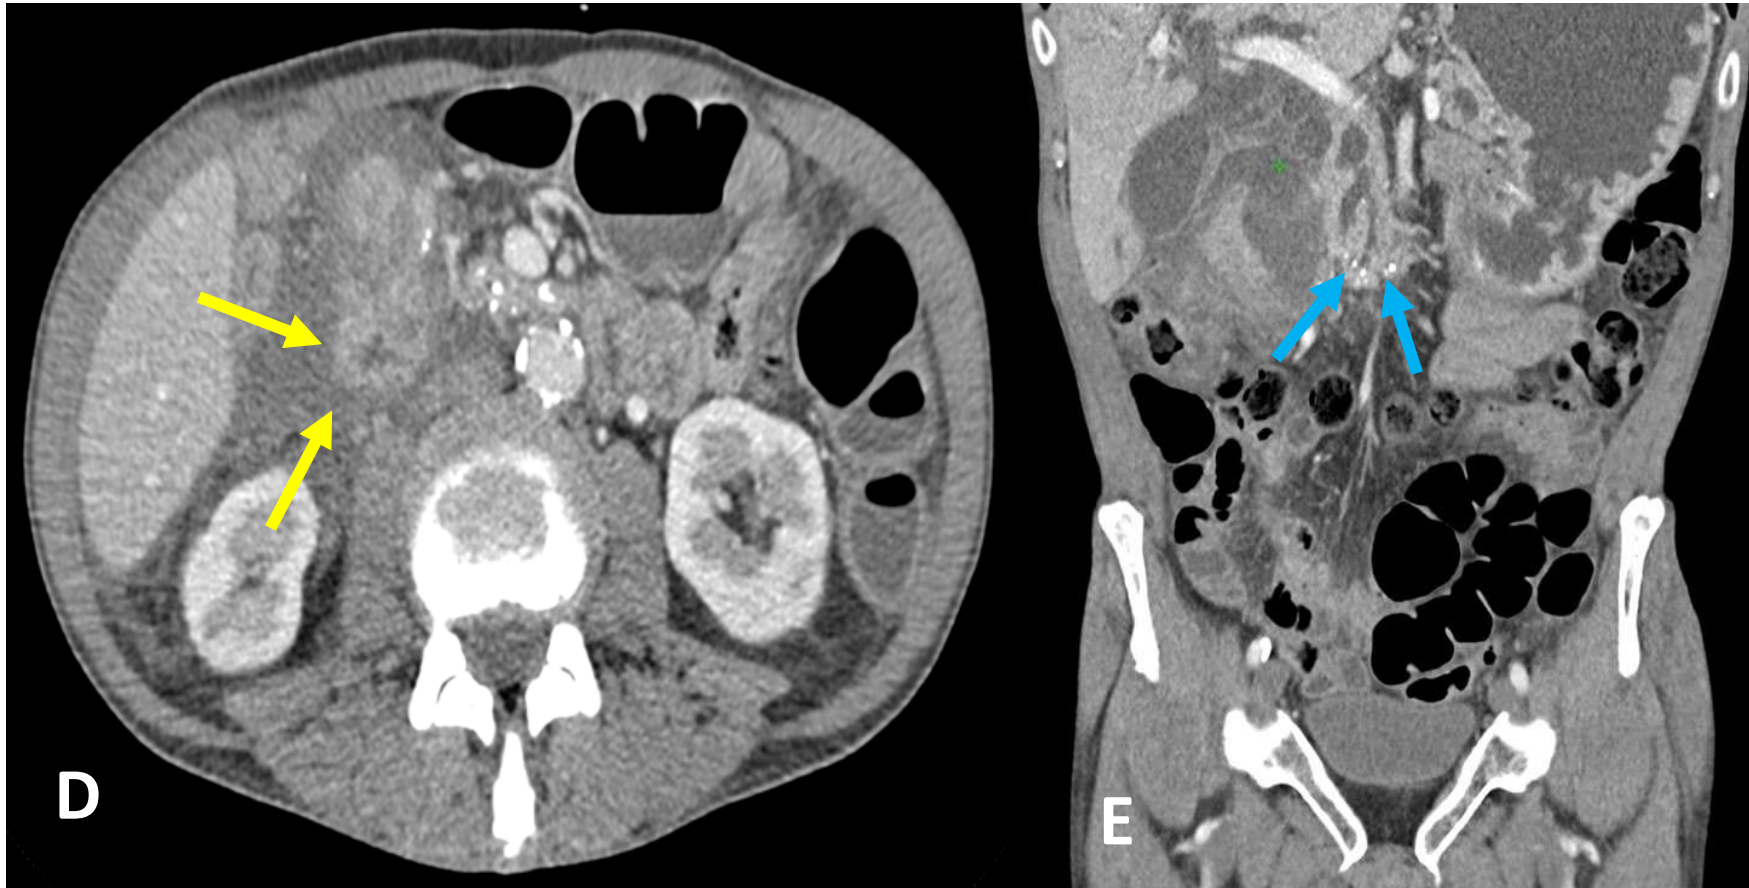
TAC abdominal con contraste, donde se aprecian cambios inflamatorios en el espacio pancreatoduodenal compatibles con pancreatitis del surco con quistificación de la pared duodenal (flechas amarillas). Marcada dilatación de la vía biliar intrahepática, del colédoco y del Wirsung. A y B: dilatación del conducto pancreático (flechas rojas). C: Litiasis cálcica en colédoco, que provoca pancreatitis (flecha verde). E: Calcificaciones pancreáticas (flechas azules) y pancreatitis del surco.
